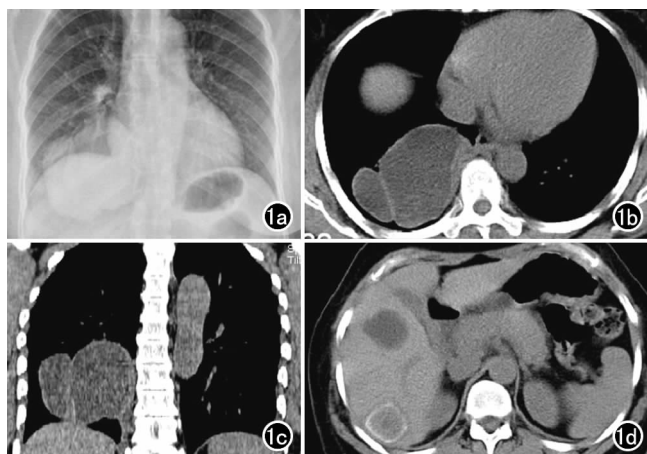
肝和肺多发性包虫囊肿。a) 胸部 X 线正侧片示右下肺野脊柱旁可见一类圆形肿块影, 边缘光整, 边界清楚; b) 胸部 CT 示右下肺内侧及后基底段见 2 个囊状包块影, 囊壁薄而均匀、光滑, 与正常肺实质分界清楚; c) 胸部 CT 冠状面重组示右肺下叶可见 2 个相邻囊状包块, 肝内可见囊性灶, 囊壁钙化; d) CT 平扫示肝脏内可见 2 个囊性灶, 其中肝右叶后段病灶囊壁见环形钙化。
